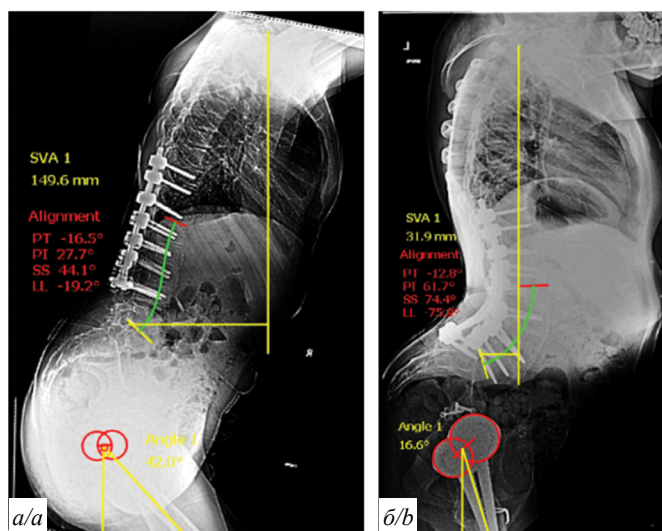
Изменения рентгеновских ангулометрических параметров на постуральных рентгенограммах до (а) и после (б)педикулярной субтракционной остеотомии.
